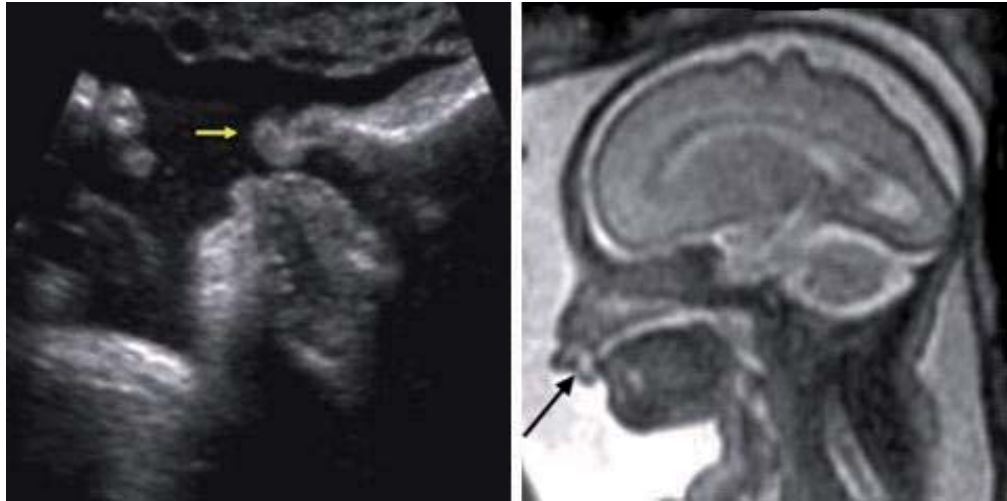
Ecografía y RM fetal en T2 de un feto con labio leporino bilateral total. La protrusión de la premaxila se observa claramente en el plano sagital (flecha).
